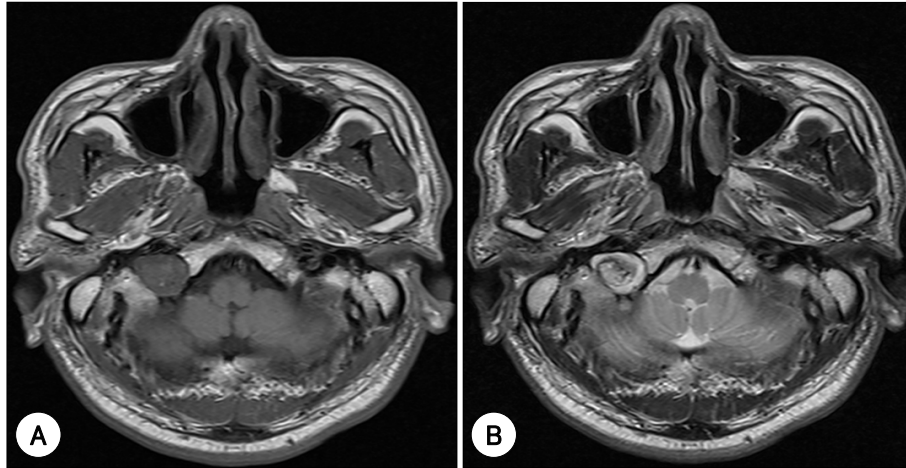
Brain MRI shows a well defined mass lesion in the right jugular bulb area. It shows a low signal on T1 weighted axial view (A), and a high signal mass lesion on the same level of T2 weighted image (B).
